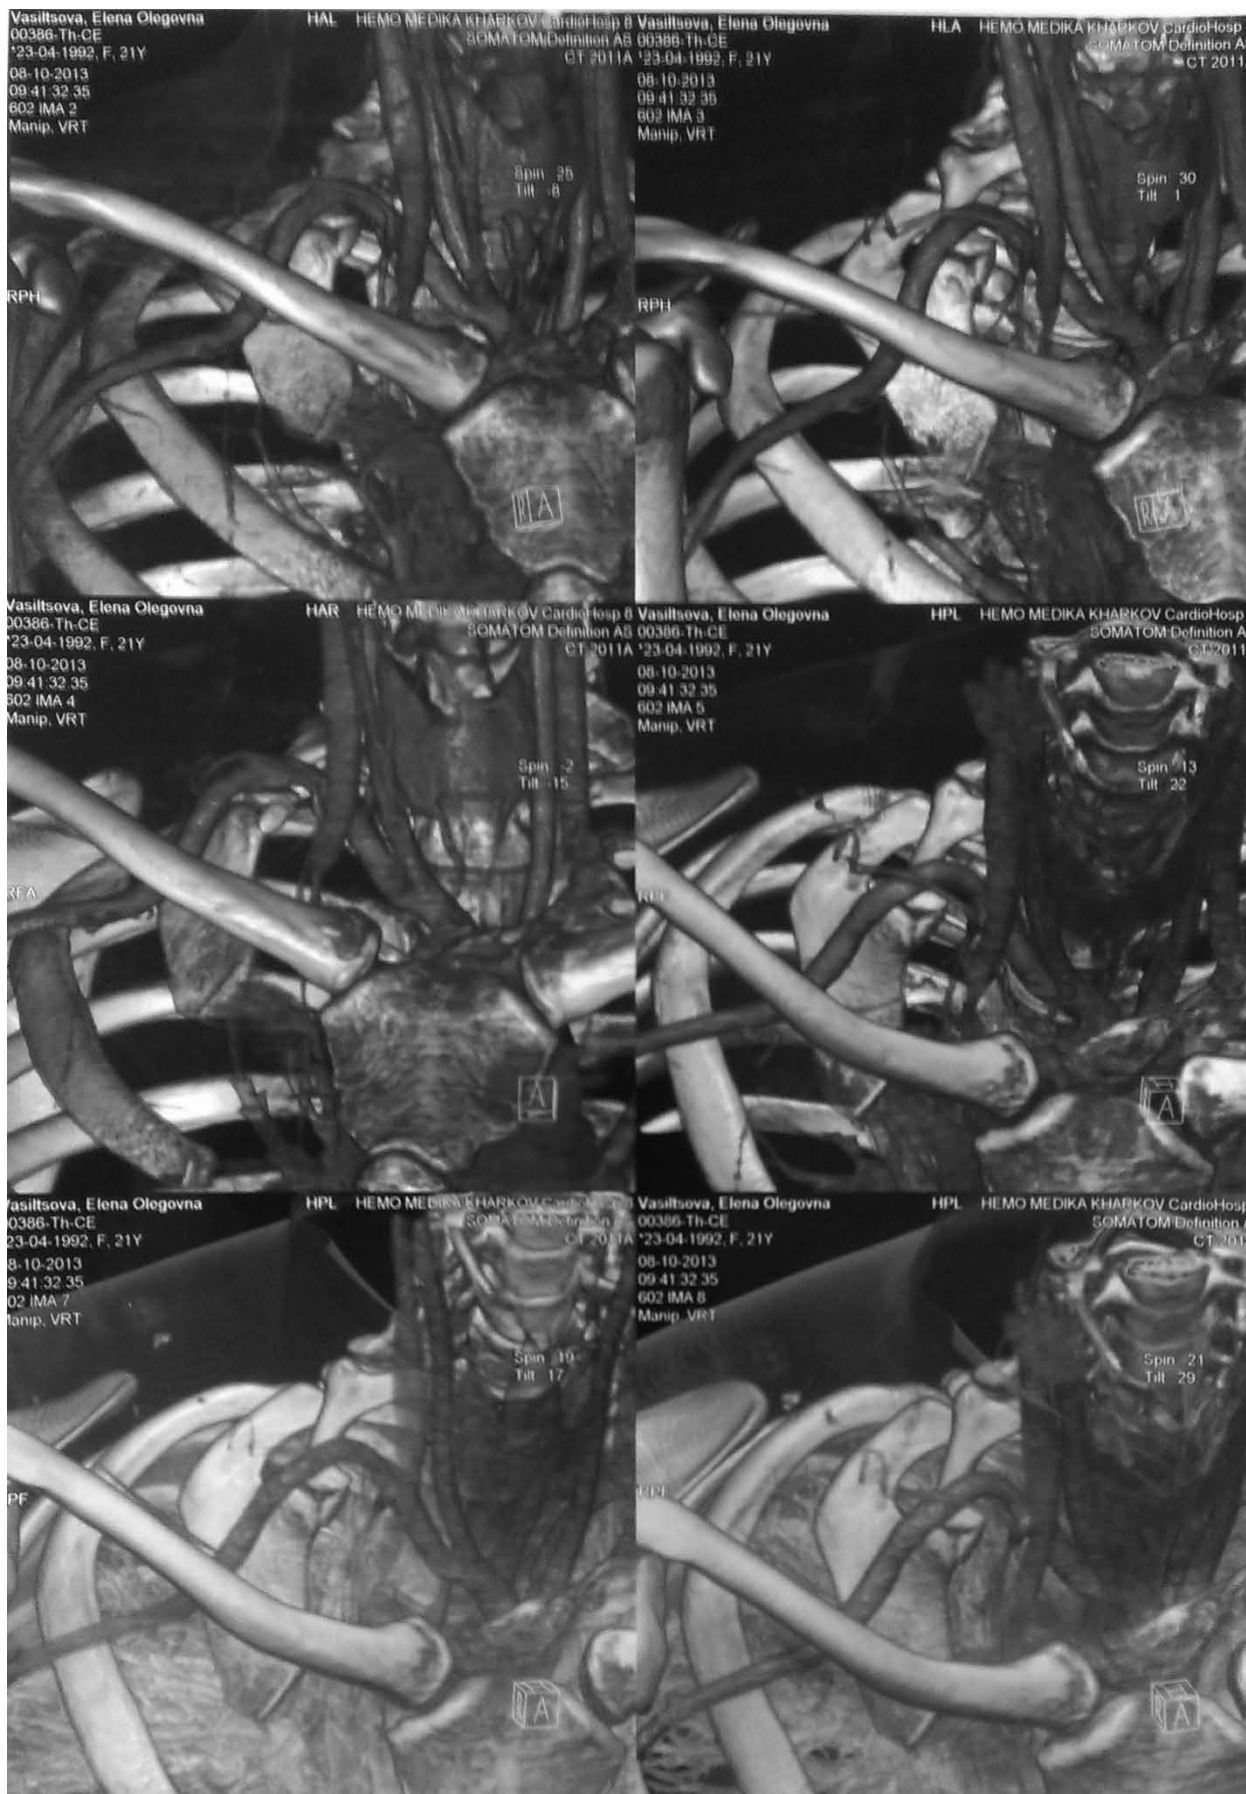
КТ в ангиорежиме: добавочное шейное ребро справа и а. subclavia, которая перебрасывается через него
